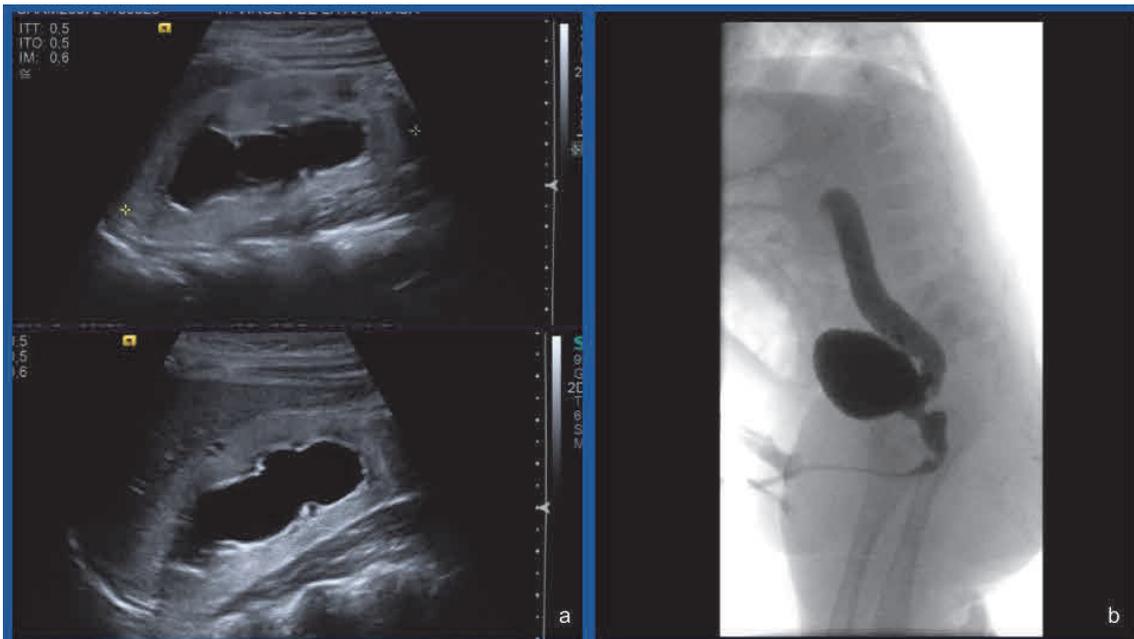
VUP. Ecografía (a) con hidronefrosis bilateral y displasia renal con microquistes, secundaria a VUP visualizada en CUMS (b), con RVU. Fuente: propia.
